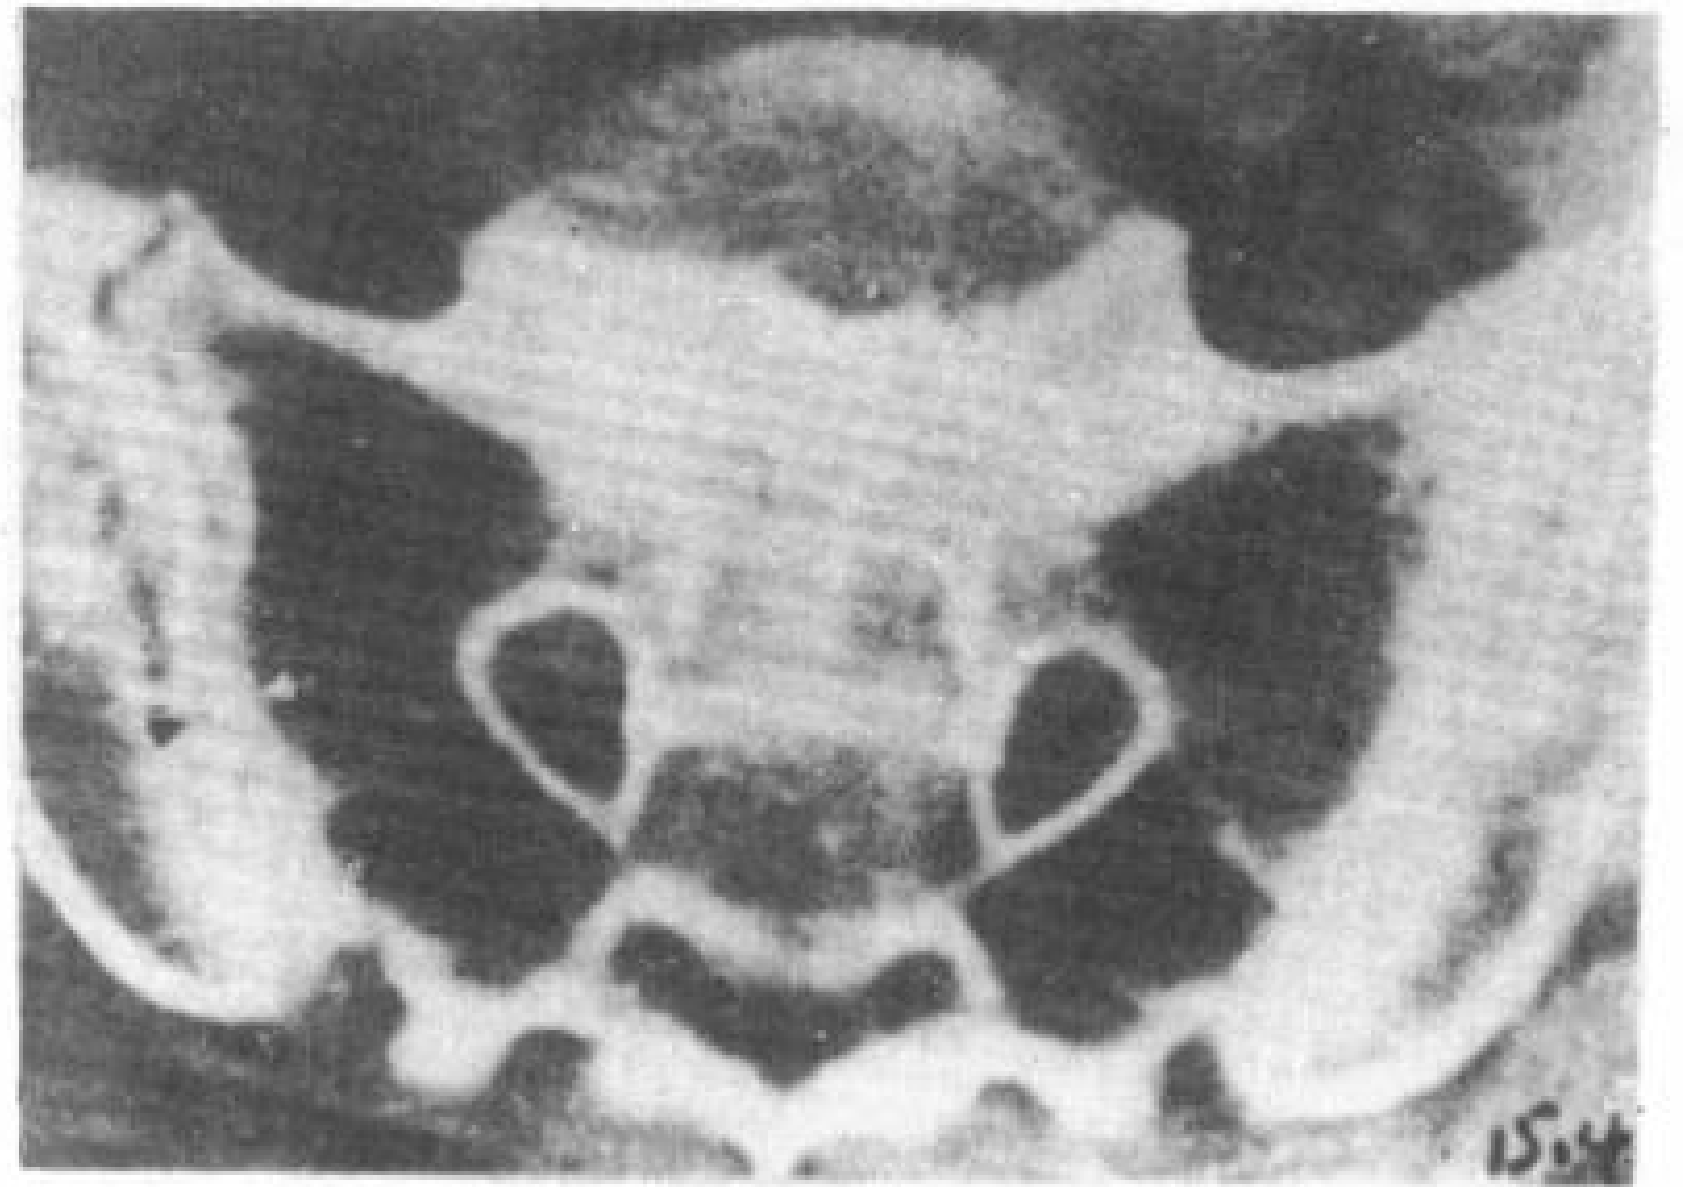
强直性脊椎炎，CT 显示双侧髋膝关节对称性严重变窄，右侧有融合 (箭头)。
